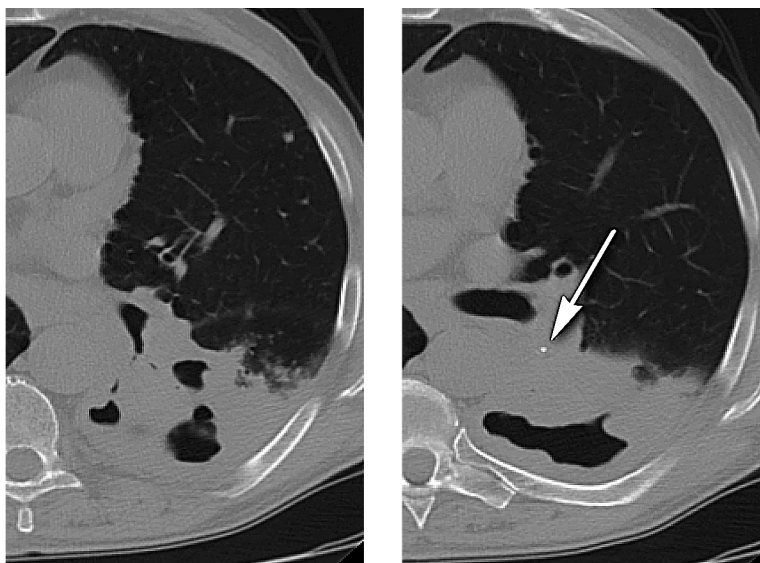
КТ пациентки Л., 77 лет. На фоне нарушенной пневмотизации в левом легком определяется неправильной формы полостное образование с утолщенными стенками и неровным внутренним контуром. «Обрублен» бронх S6. На фоне патологического уплотнения определяется единичный кальцинат. КТ картина мало соответствует специфическому процессу
